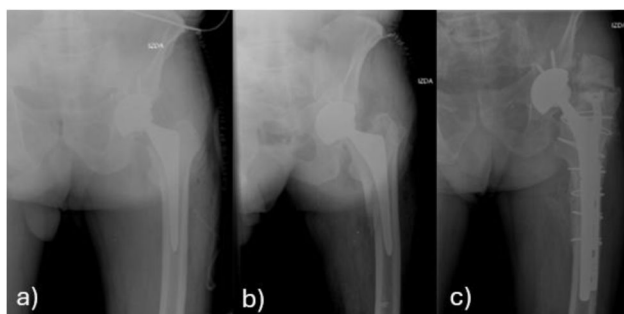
a) Radiografía postoperatoria tras implantación de vástago TMT en ATC primaria; b) Fractura Vancouver B2 en el postoperatorio precoz; c) Radiografía con un seguimiento de 8 años tras revisión de vástago y osteosíntesis.
